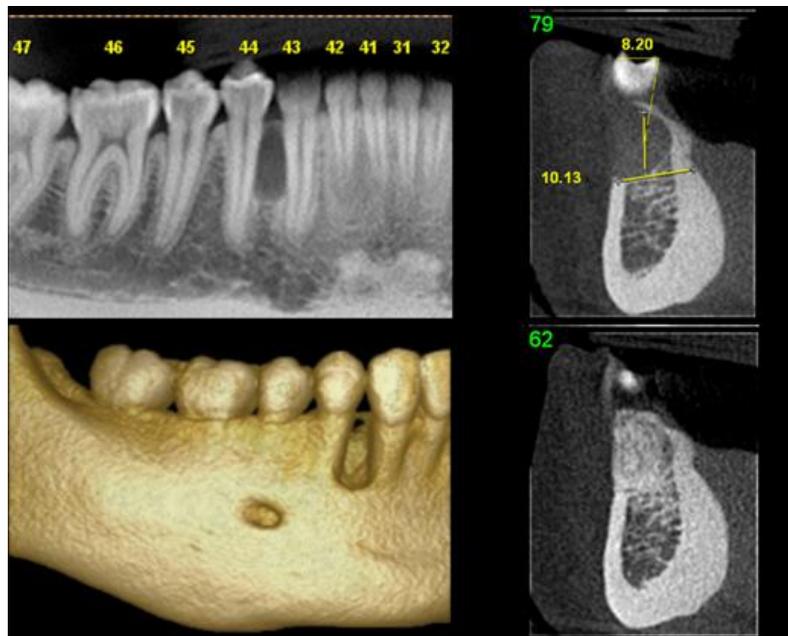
TOMOGRAFIA COMPUTADORIZADA DA REGIÃO.
